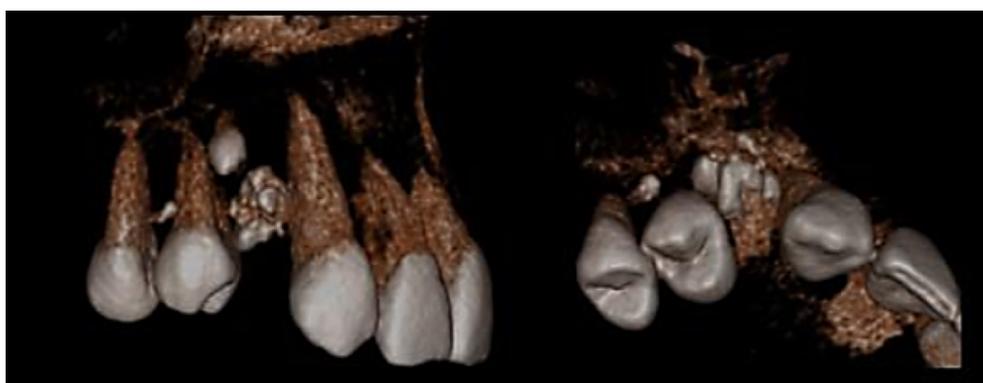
Tomografía de la lesión, reconstrucción volumétrica.
